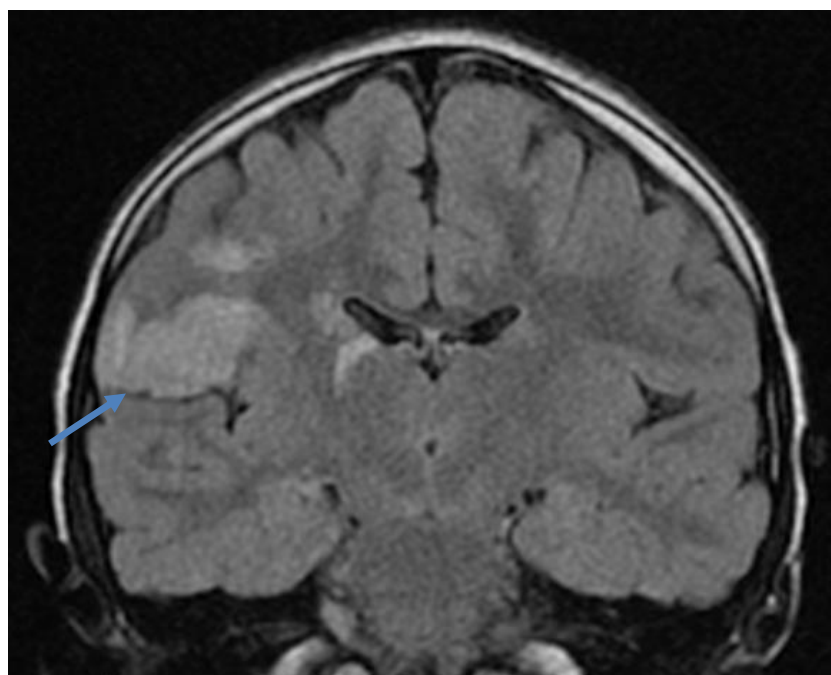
Imagem FLAIR, do primeiro pré-operatório, em corte coronal (ao nível da zona média do tálamo), evidenciando lesão córtico-subcortical hiperintensa supra-sílvica, desde a face externa do hemisfério direito até ao nível da máxima profundidade do rego de Silvius no opérculo fronto-parietal, com contornos bem definidos. Hipersinal no segmento externo do tálamo direito.
